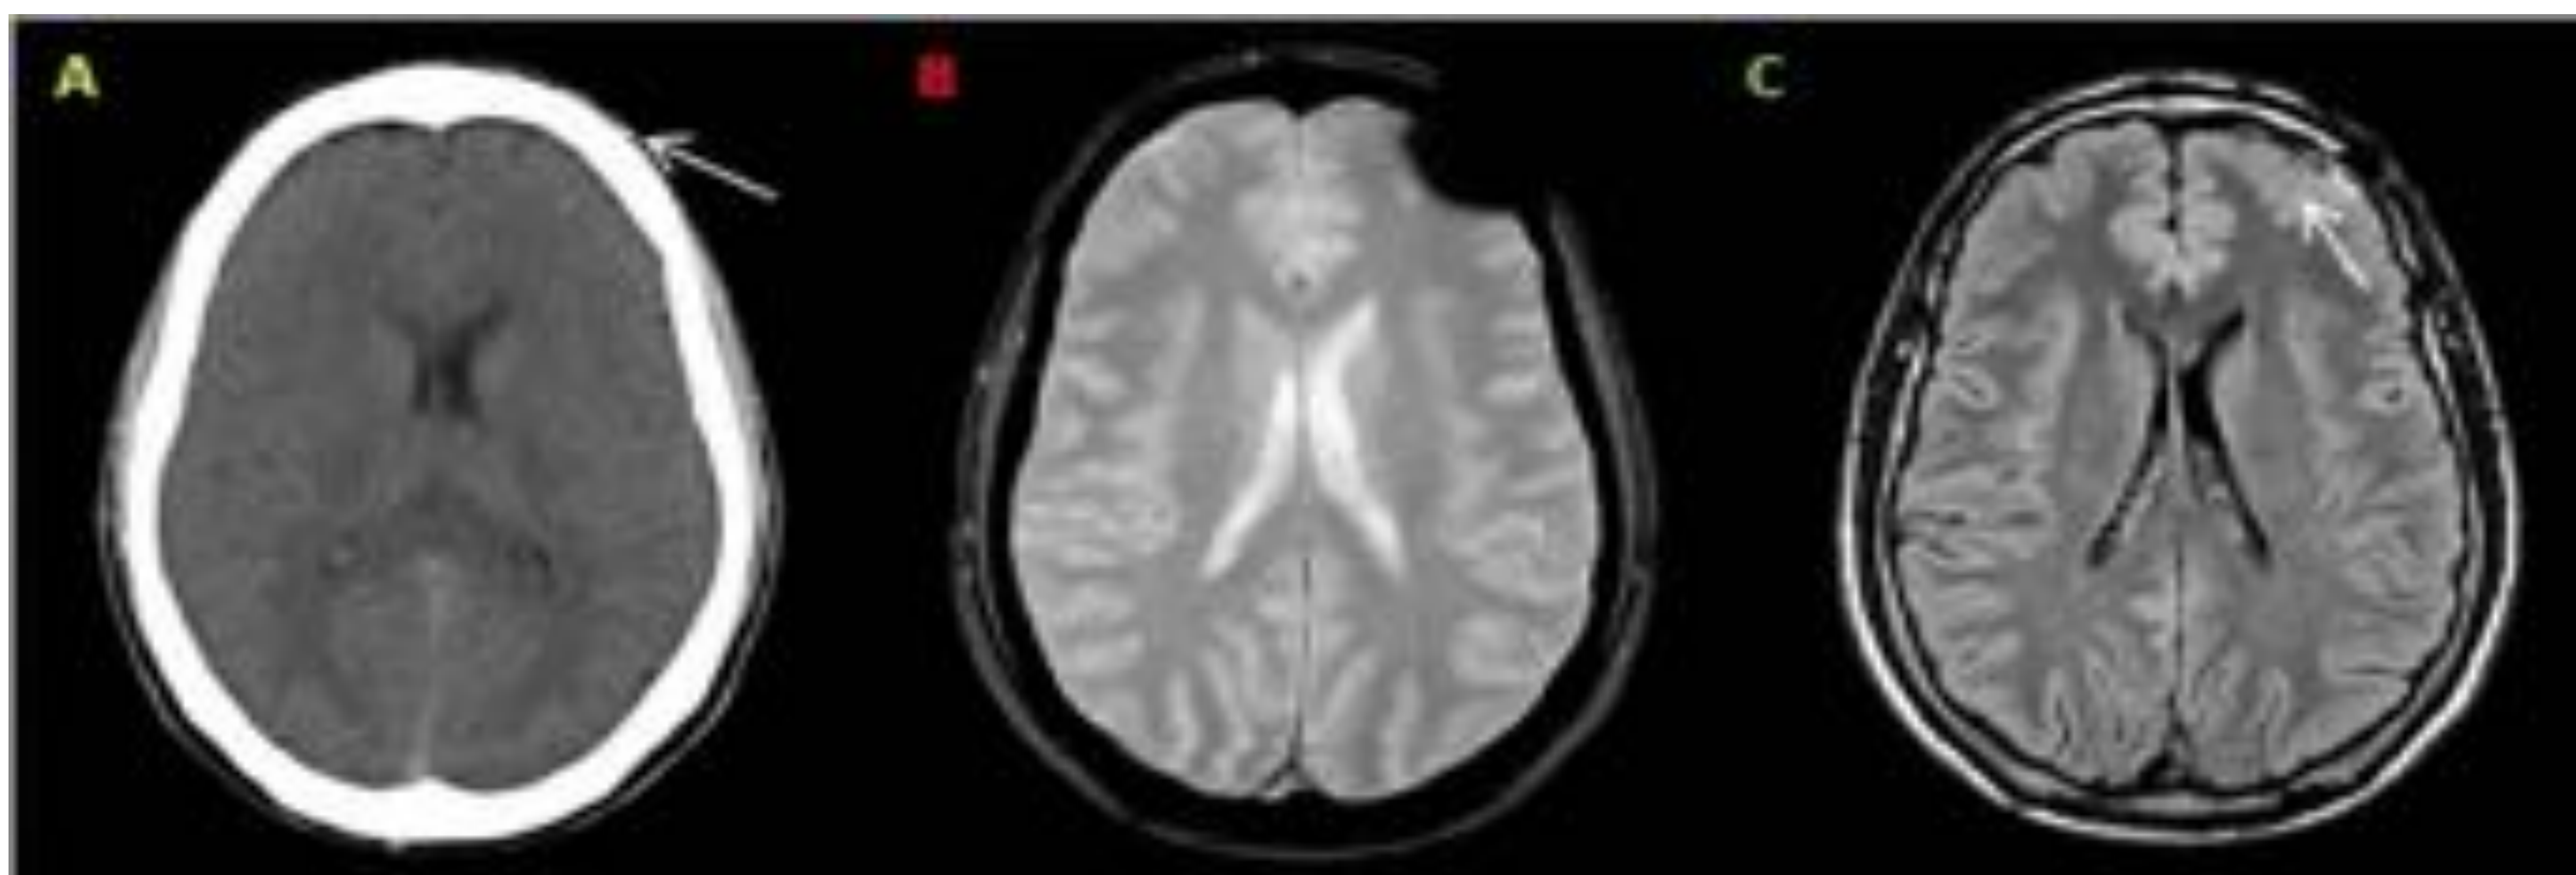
Artefacto por de susceptibilidad magnética. La imagen de TC (A) muestra un cuerpo extraño de densidad metálica en el tejido celular subcutáneo (flecha) que ocasiona un artefacto por susceptibilidad magnética en secuencias T2 eco de gradiente (B) y una hiperintensidad de señal lineal en FLAIR (C) en espacio subaracnoideo subyacente (flecha).
